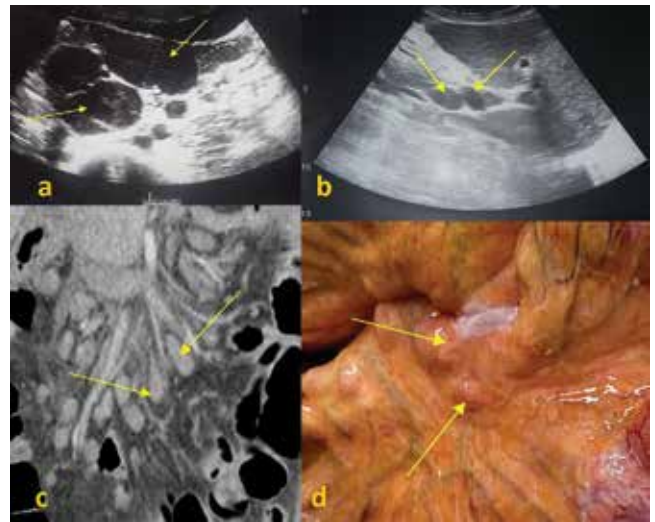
Туберкулез мезентериальных лимфатических узлов: а) и б) эхограммы, с) компьютерная томограмма, d) лапароскопия (стрелками указаны лимфатические узлы)
